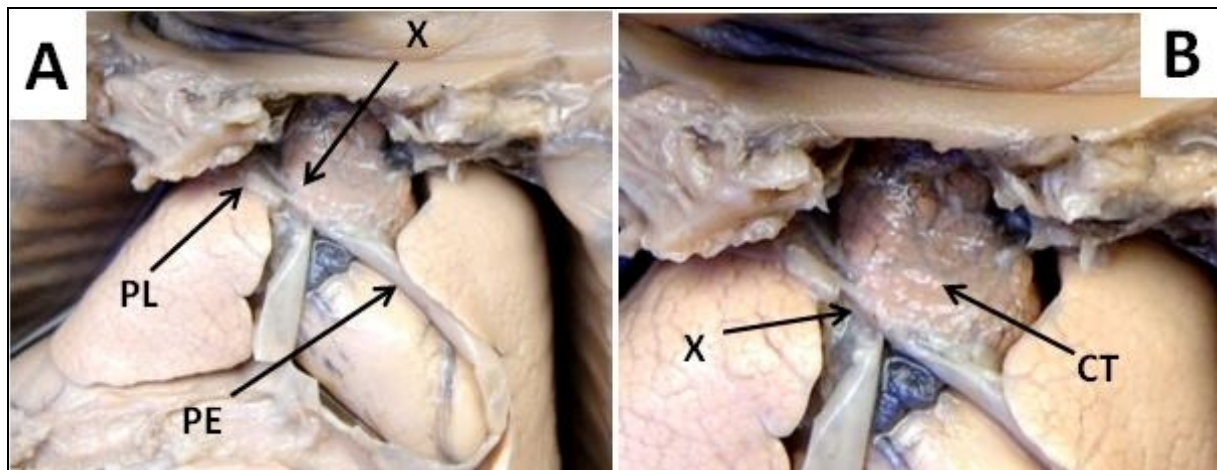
Unión entre cápsula tímica, pleura y pericardio. A: Feto de 15 semanas en el cual se observa la unión del pericardio y la pleura a la cápsula tímica. PL, pleura; PE, pericardio; X, señala el sitio de unión de los tres elementos. B: Imagen ampliada de Fig. 4A. CT, cápsula tímica; X, señala el sitio de unión de los tres elementos.
